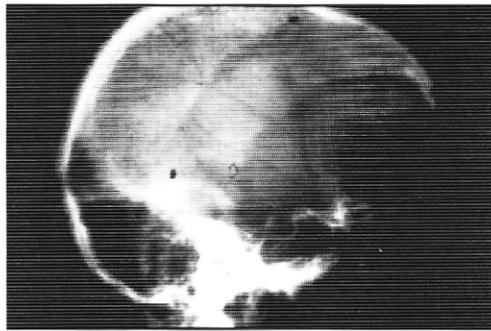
Caso 2. Radiografía simple de cráneo. Las flechas indican los límites de una extensa zona de osteoporosis circunscrita (fase temprana).
